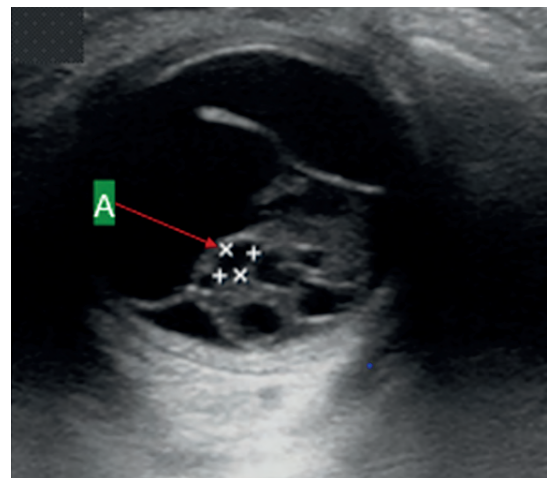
Мальчик, 1 год 2 месяца. УЗИ глаза: РБ, опухоль с множественными кистами (стрелка А)
